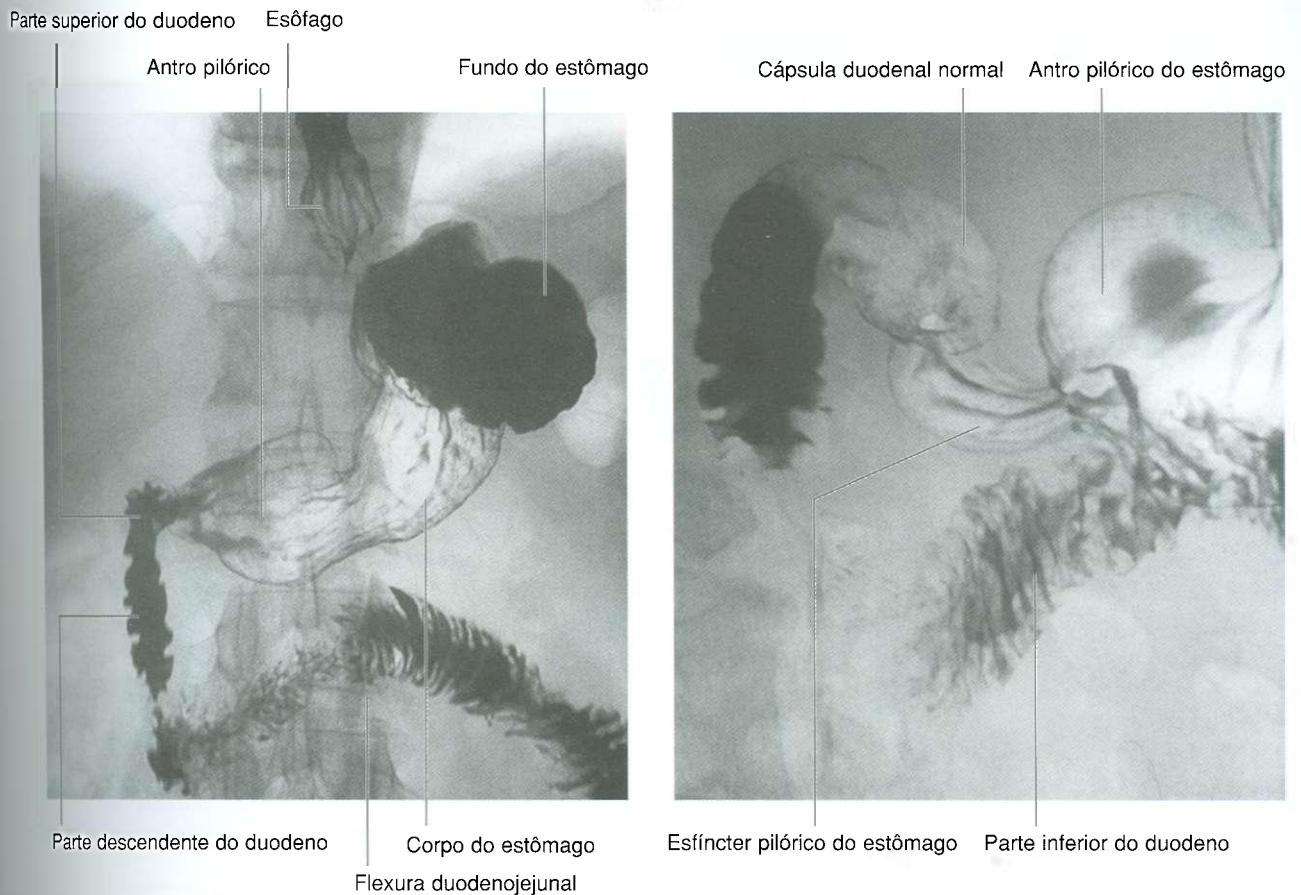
Radiografia, usando bário, mostrando o estômago e o duodeno. A. Radiografia de duplo contraste do estômago. B. Radiografia de contraste duplo mostrando a cápsula do duodeno.
